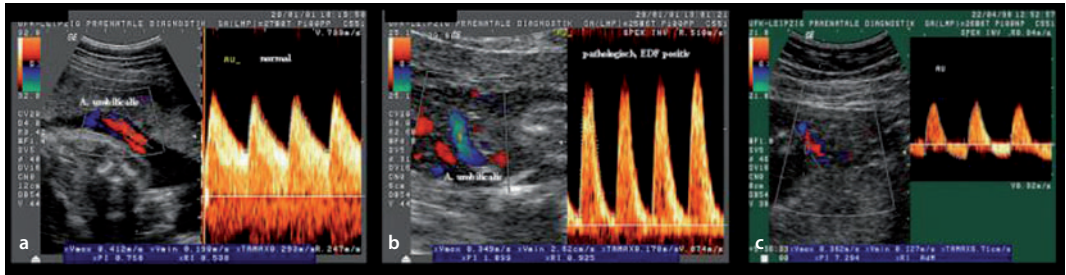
Dopplerspektrum der A. umbilicalis. a Normalbefund mit typischem »sägezahnartigen« Muster, b enddiastolischer Flussverlust = »zero-flow«, c »reverse-flow«
